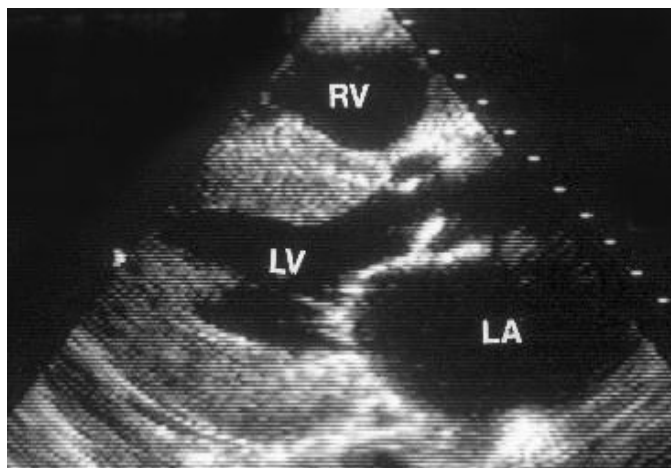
Эхокардиография пациентки при поступлении
